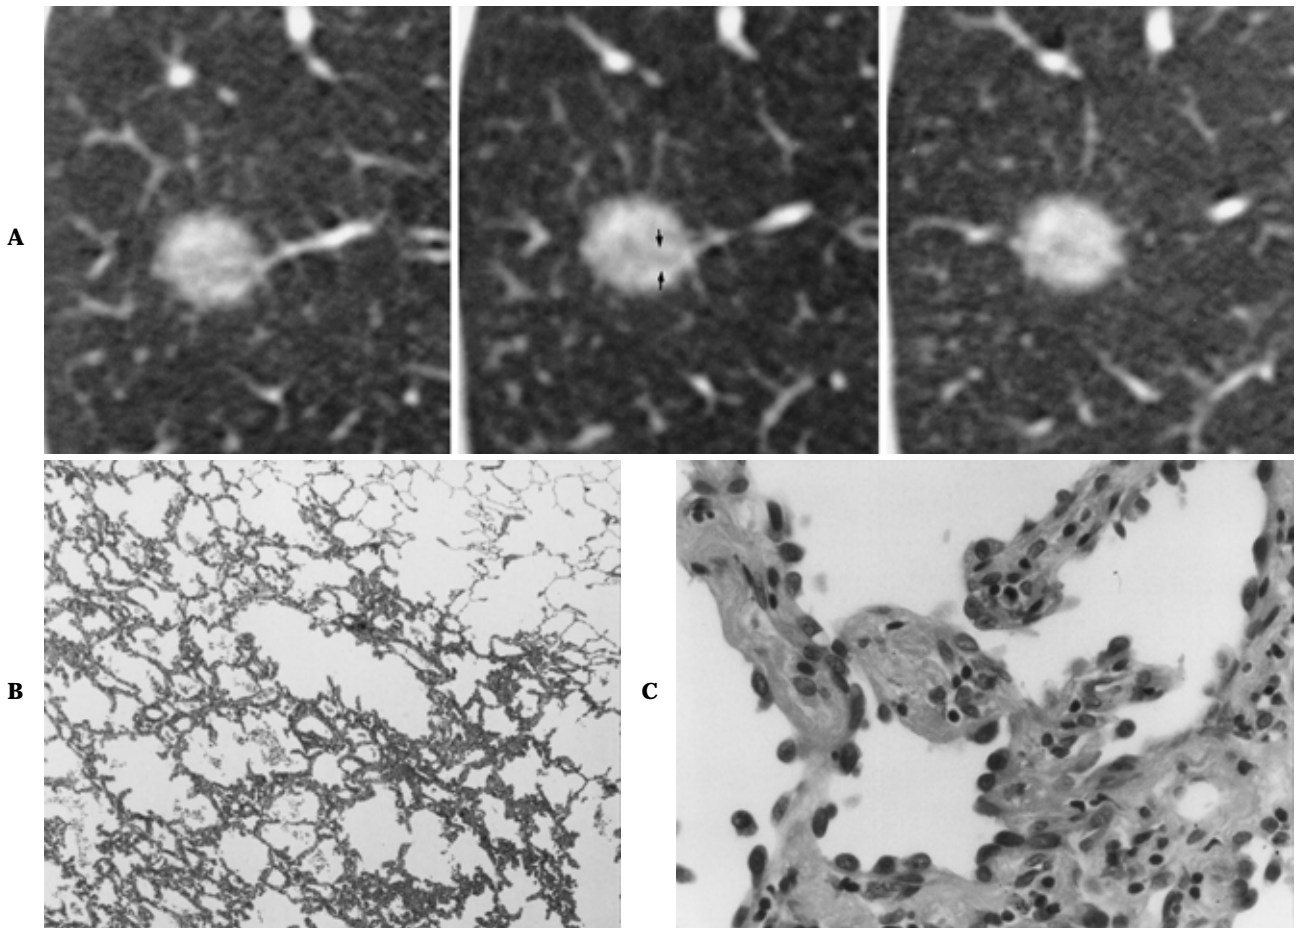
A. Complete air-containing type: complex GGA (rt-B²b; tumor size 12 × 12 mm) Thin-section CT shows a tumor with a defined margin. Air-bronchogram is present(arrows) B. There are multifocal tiny collapsed areas(× 10) C. The alveolar septa are slightly thickened (× 40)
